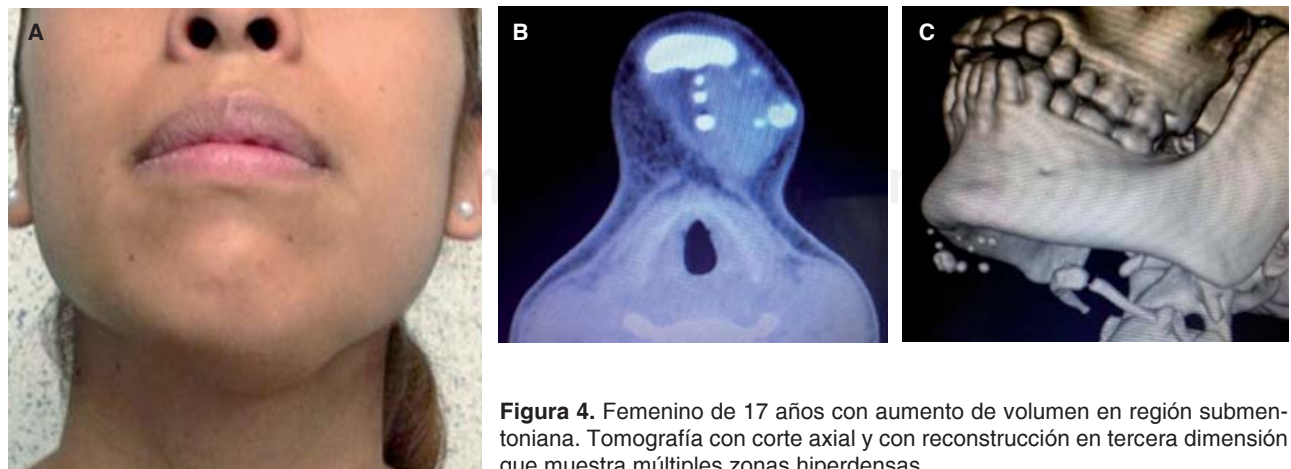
Femenino de 17 años con aumento de volumen en región submentoniana. Tomografía con corte axial y con reconstrucción en tercera dimensión que muestra múltiples zonas hiperdensas.
